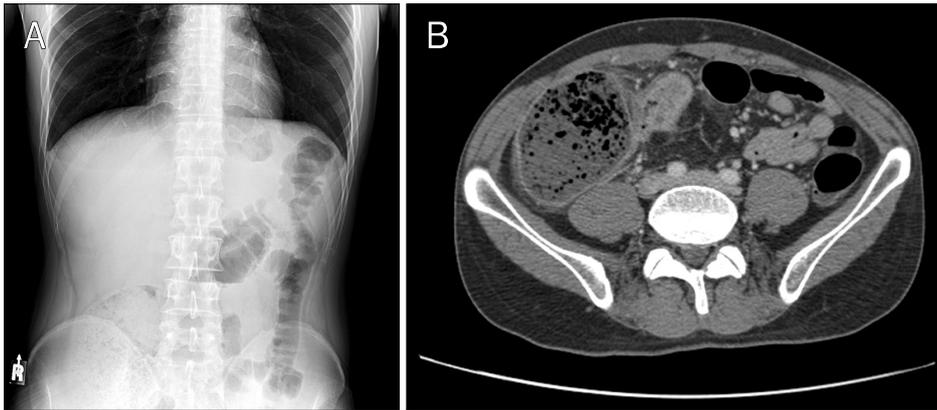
X-ray (A) and CT finding (B) of a patient in non-responder group.
